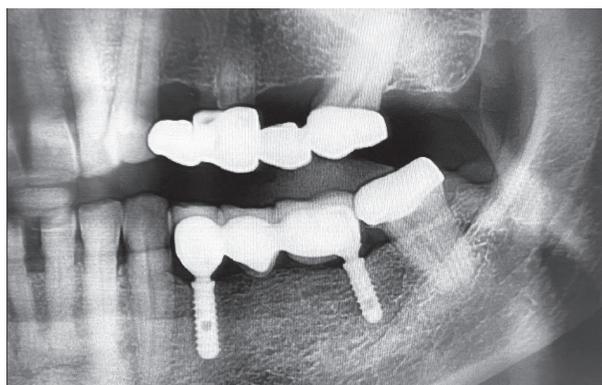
Radiografia iniziale
